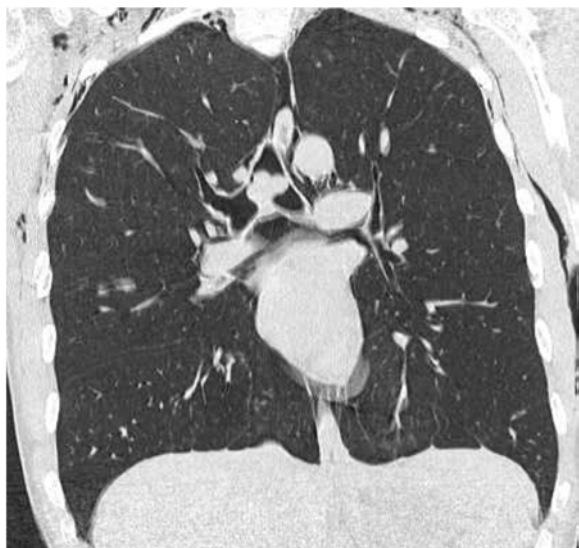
TAC torace documentante la presenza di formazione endoluminale occludente la trachea e l'imbocco dei bronchi principali con impianto sulla carena tracheale
